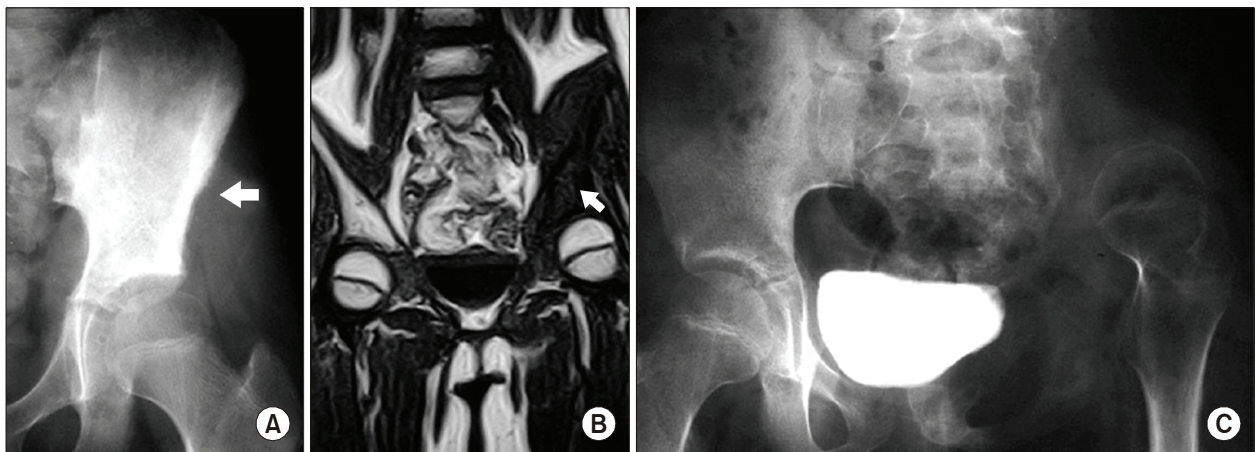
(A, B) Plain radiograph and MRI show a diffuse lesion involving ilium and acetabulum. (C) Flail hip reconstruction after a type I+II resection was performed and proximal migration of the femoral head is observed.
